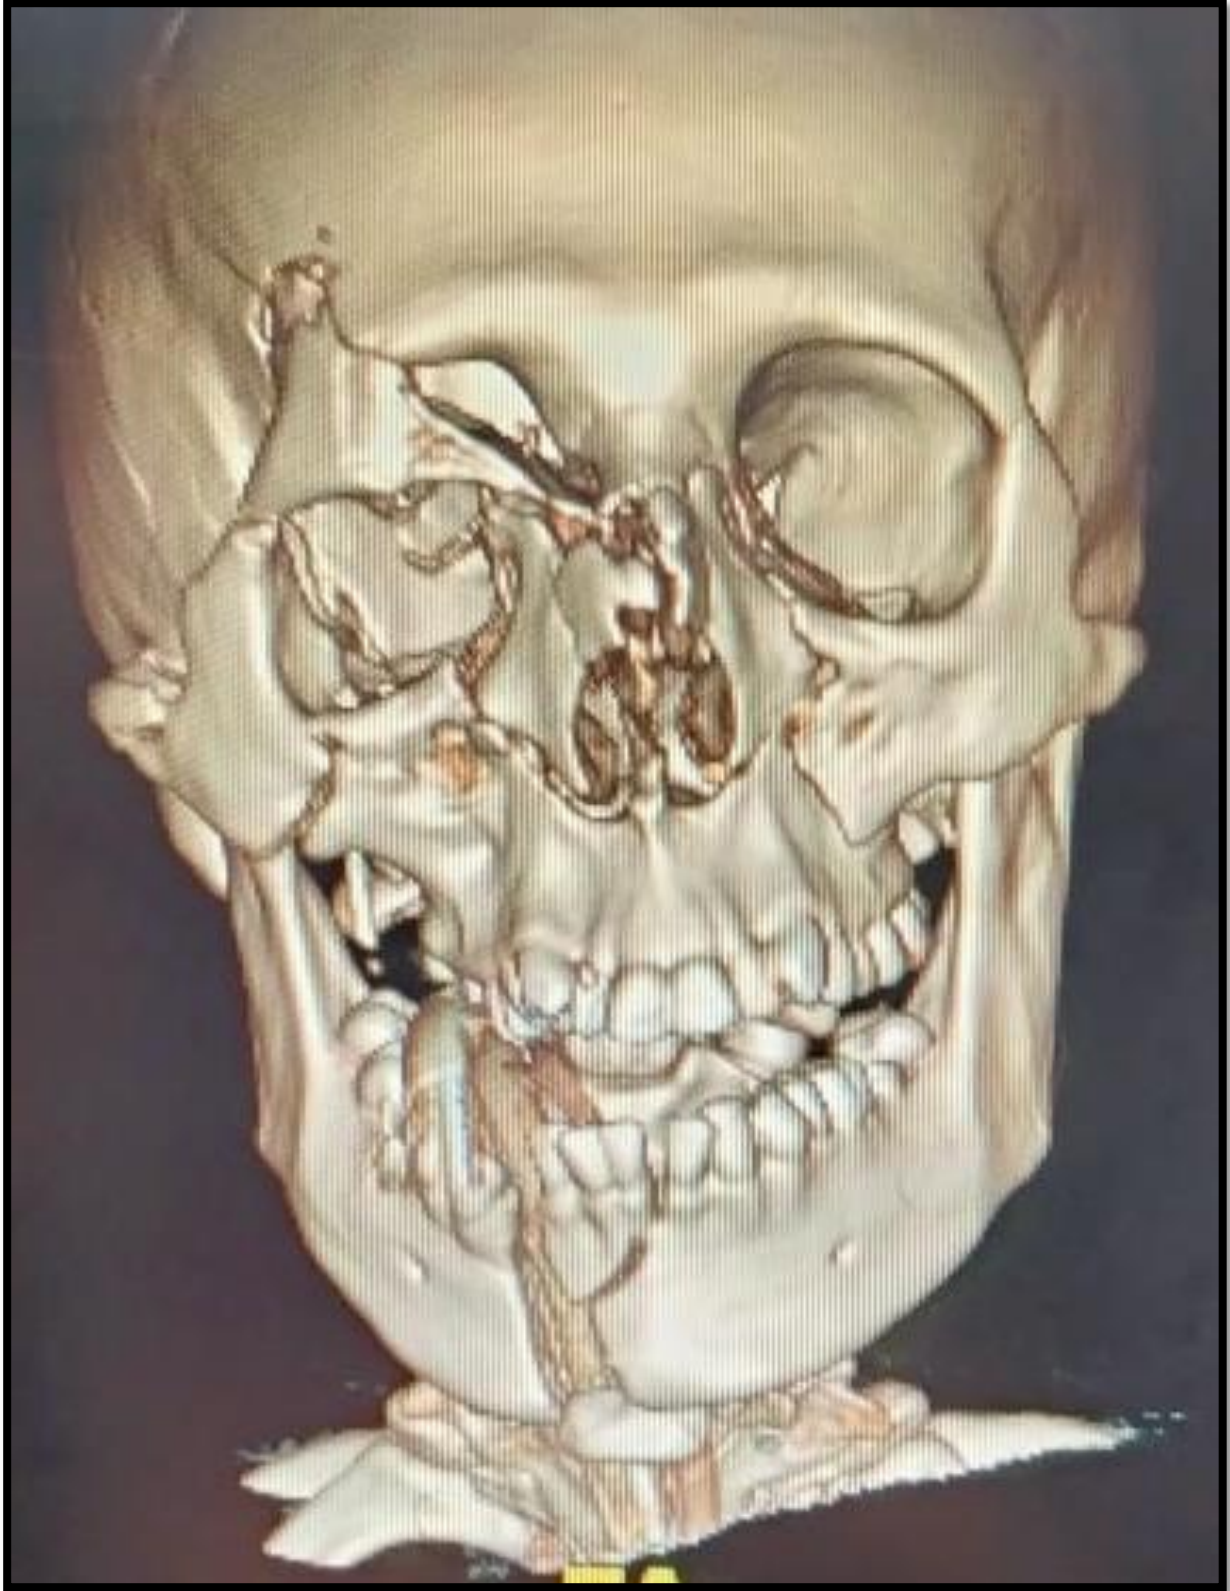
TAC cráneo reconstrucción. Valoración focalizada.
